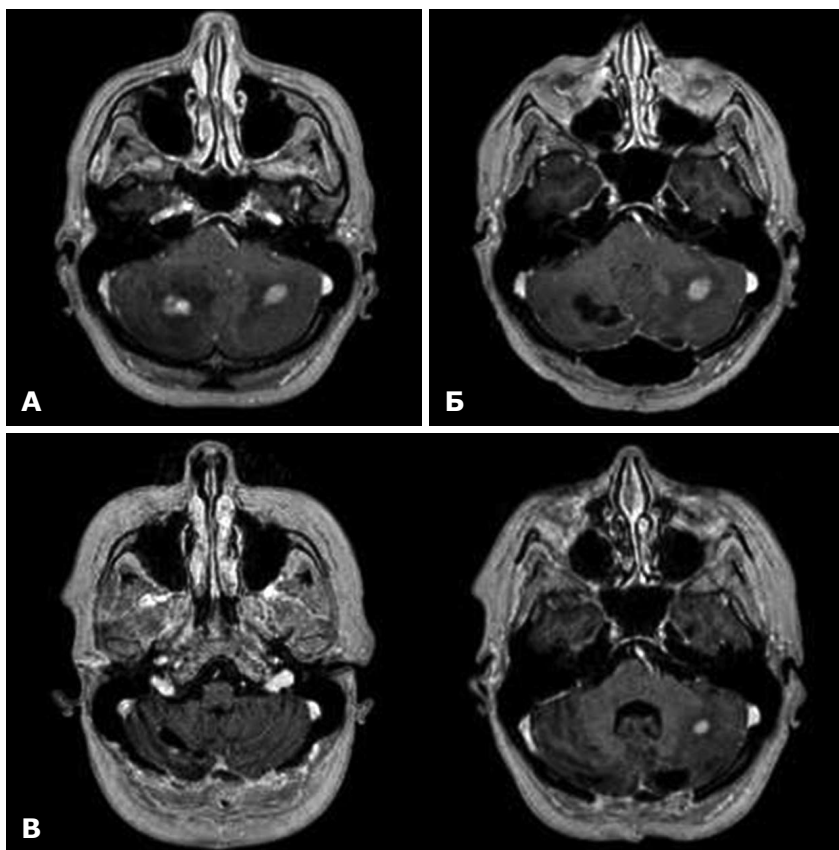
Хвора з двома метастатичними пухлинами в обох півкулях мозочку (А). МРТ-знімки через 3 тиж: рецидив пухлини в лівій півкулі мозочку (Б). МРТ-знімки через 4 міс після операції (В) Хвора пройшла радіохірургічне лікування (сумарна осередкова доза – 20 Гр) та загальне опромінення головного мозку (сумарна осередкова доза – 30 Гр)
